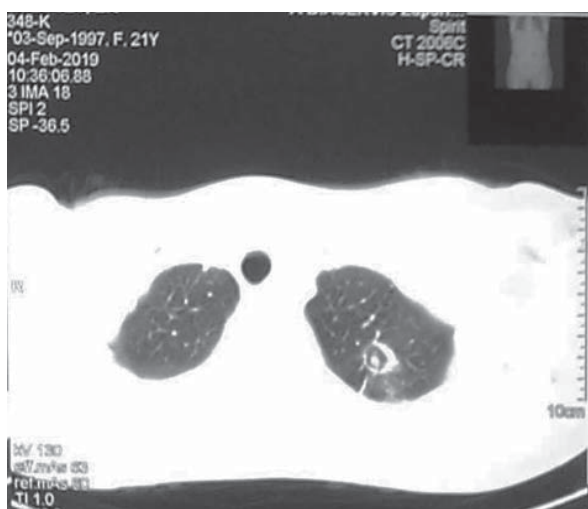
КТ ОГП при повторній госпіталізації
